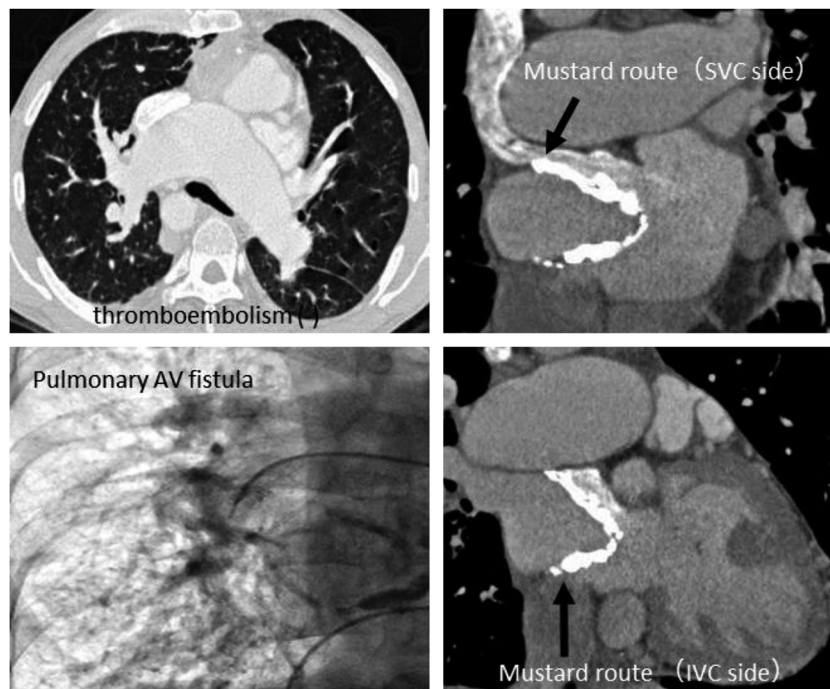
Chest computed tomography and angiography.
